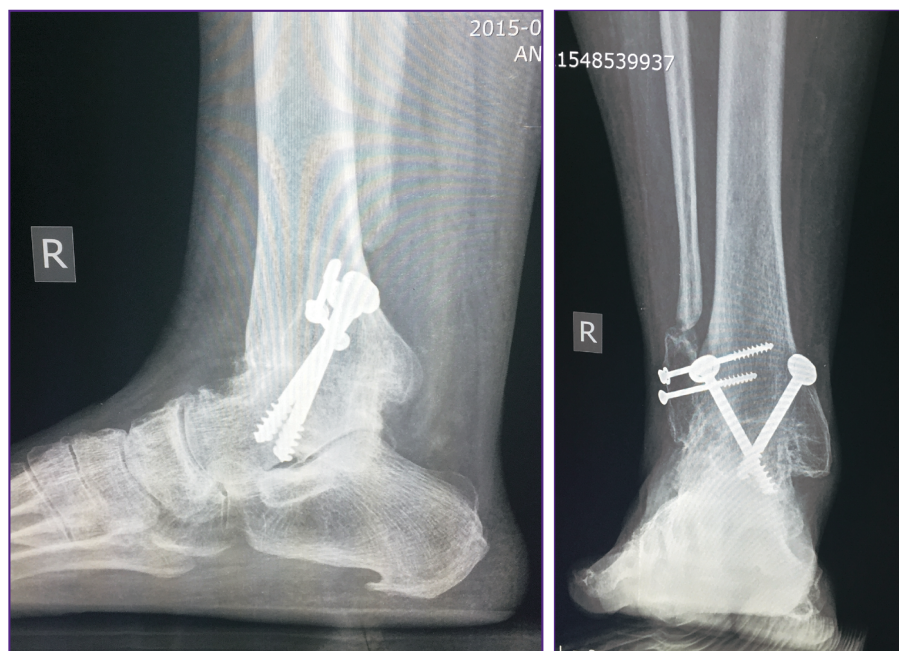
Рентгенограммы голеностопного сустава после артродеза винтами
